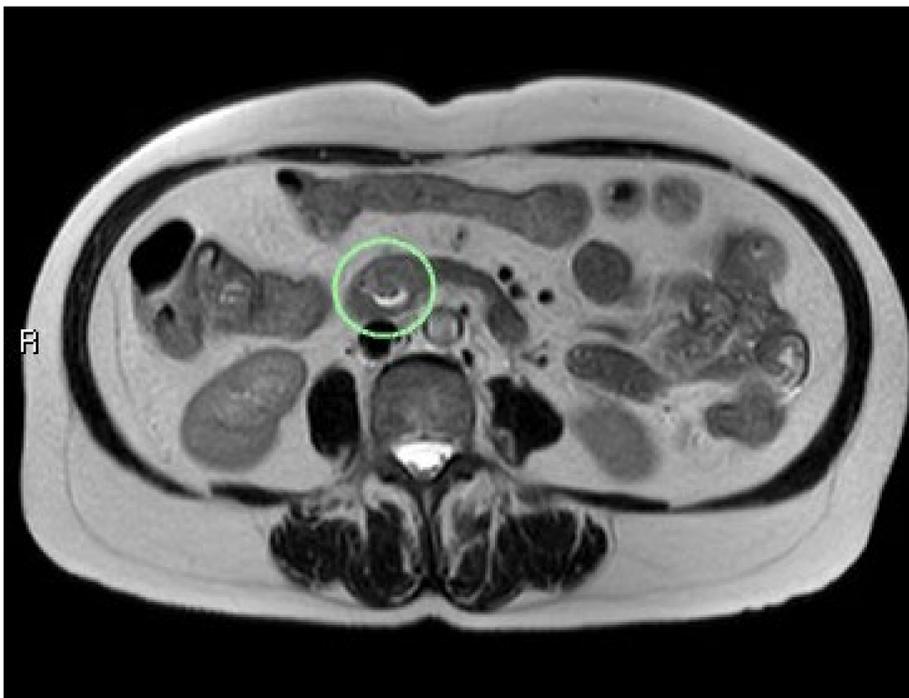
corte axial de RM en secuencia T2 HASTE, donde se visualiza ocupación parcial de la ampolla de Vater por una masa isointensa con respecto al páncreas. El diagnóstico fue de ampuloma.
